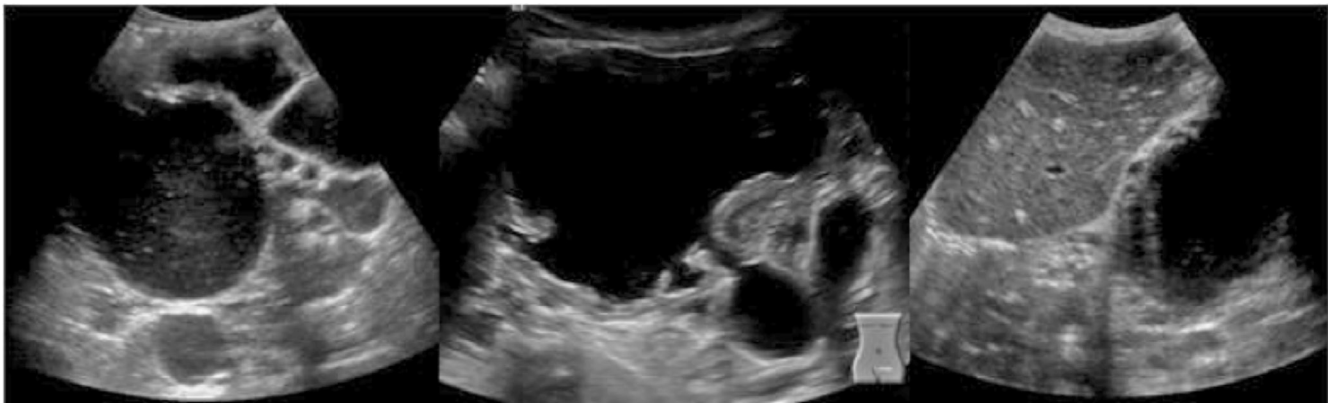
• Ecografia abdominal e pélvica revela formação expansiva de aspecto multiquístico ocupando a pelve e estendendo-se cranialmente até ao fígado.
